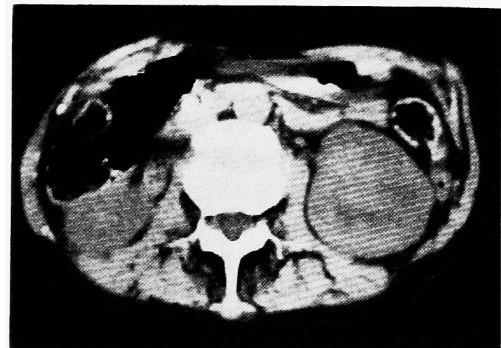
腹部 CT：第Ⅲ腰椎下縁でのスライス：左腎下極に充実性の腫瘍が在り内部に低吸収領域が不均一に分布していた。
